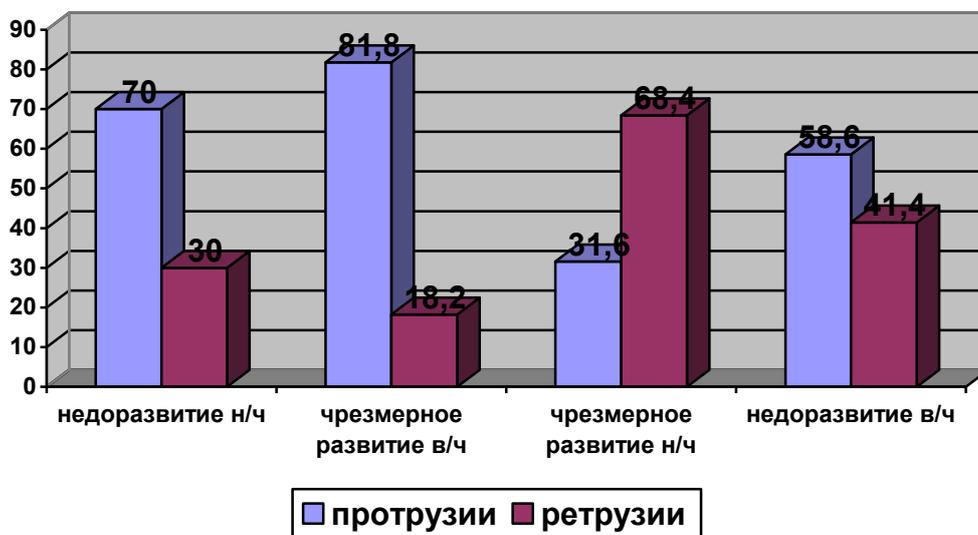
Частота распространения протрузий и ретрузий у обследованных детей
